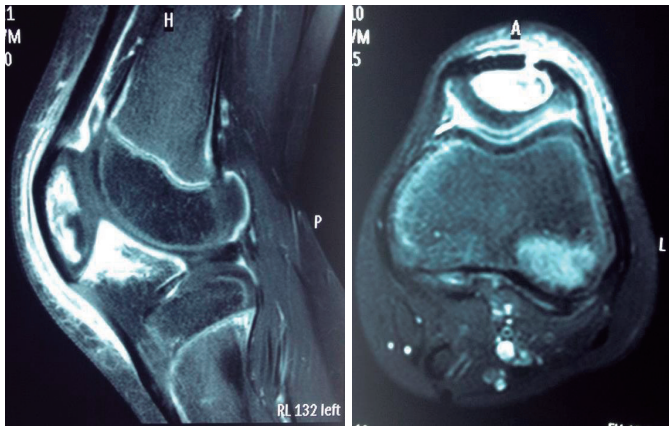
Ressonância magnética do joelho esquerdo evidenciando hiper-sinal patelar em T2 no corte sagital (A) e no corte axial (B).
